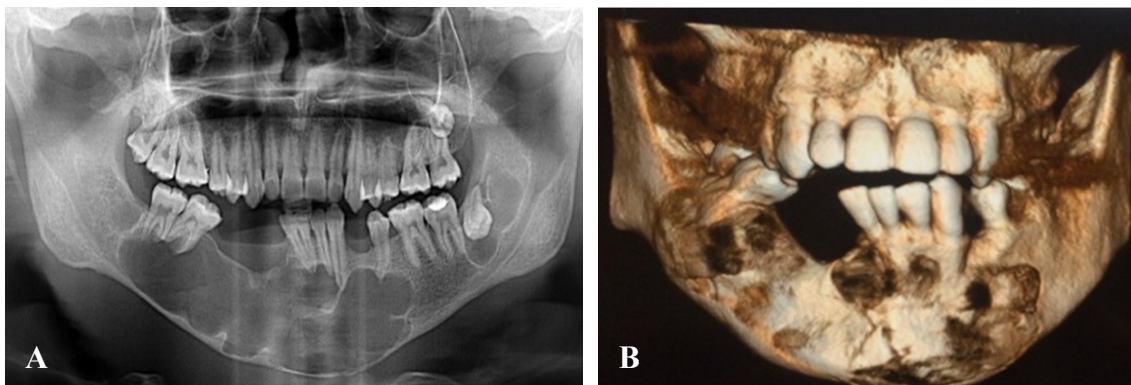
Queratoquistos odontogénicos - A) Ortopantomografia onde se observam múltiplas lesões radiotransparentes uniloculares de limites bem definidos. B) CBCT onde se revela fratura na região da linha média, adaptado de Khaliq et al., 2015.
